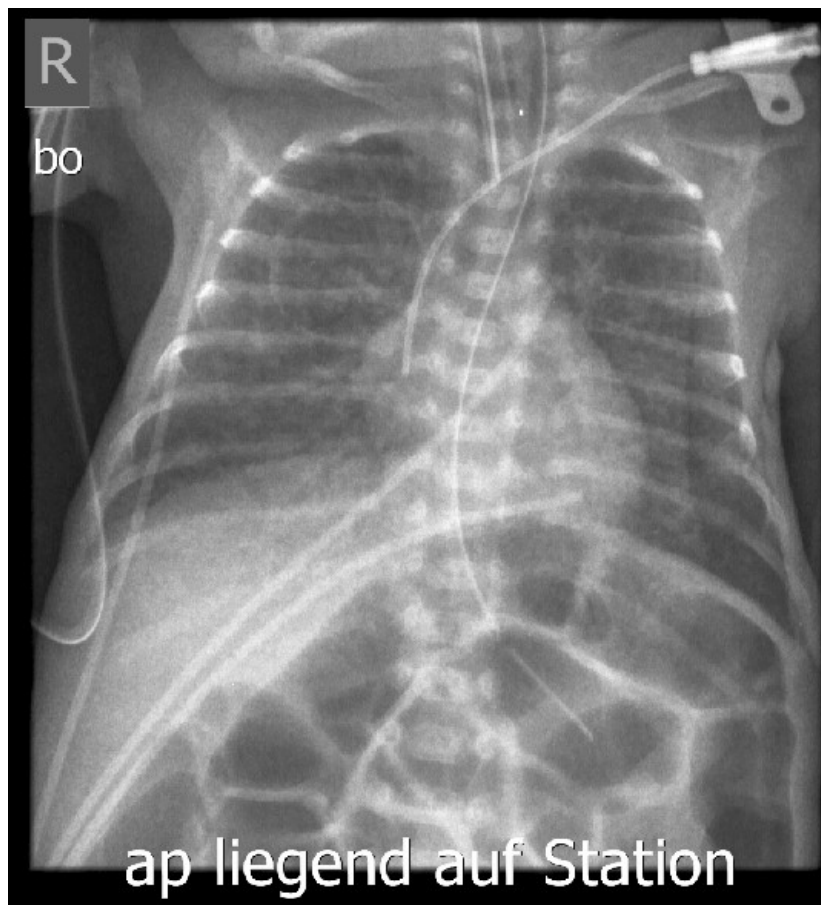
a.p. (anterior-posterior)-Thoraxröntgenbild eines 685 g schweren Neugeborenen im Liegen mit optimal positionierten linksseitigen Brachiocephalkatheter
